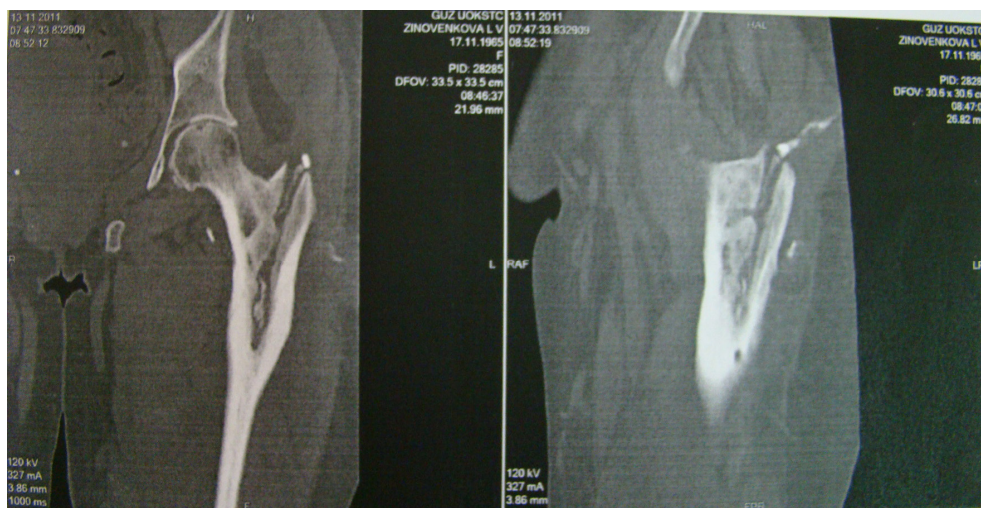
МСКТ левой бедренной кости с контрастированием свищевого хода
